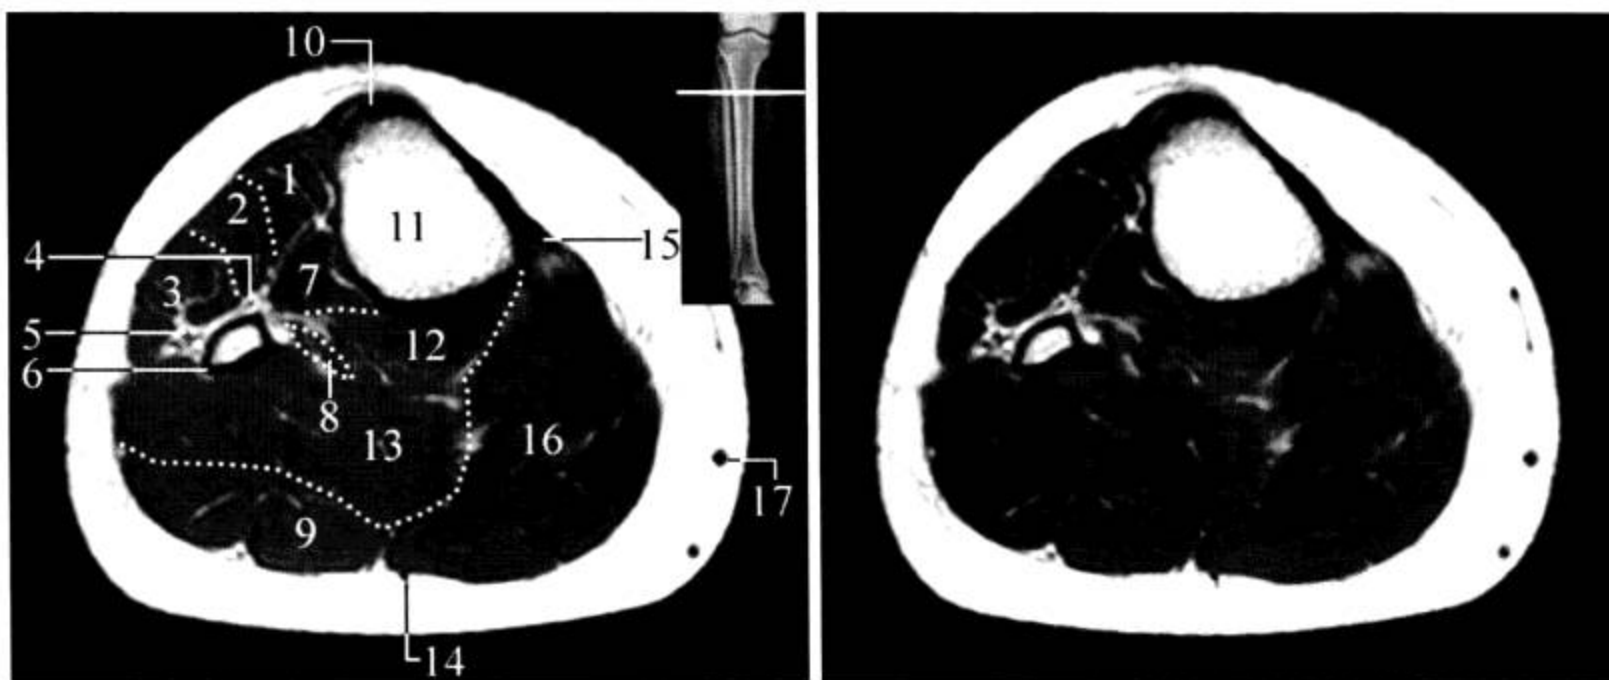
胫腓骨 MRI 横断面 (T<sub>1</sub>WI)
